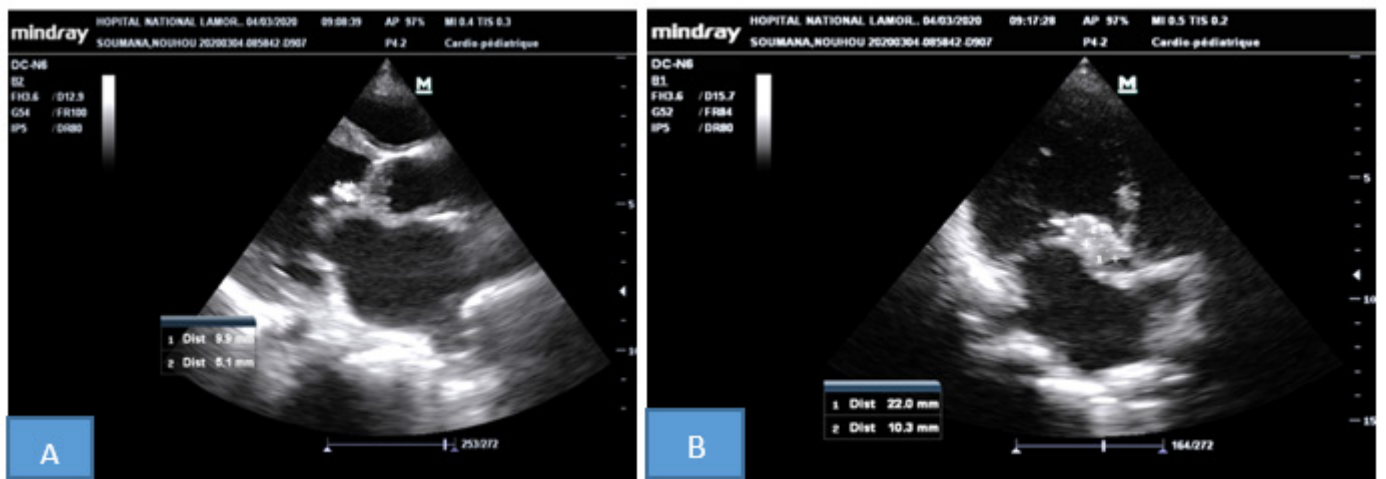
Echodoppler cardiaque. Figures 1A et 1B : Grosse végétation sur le versant ventriculaire. La sigmoïde antérieure en coupe parasternale grand axe.
